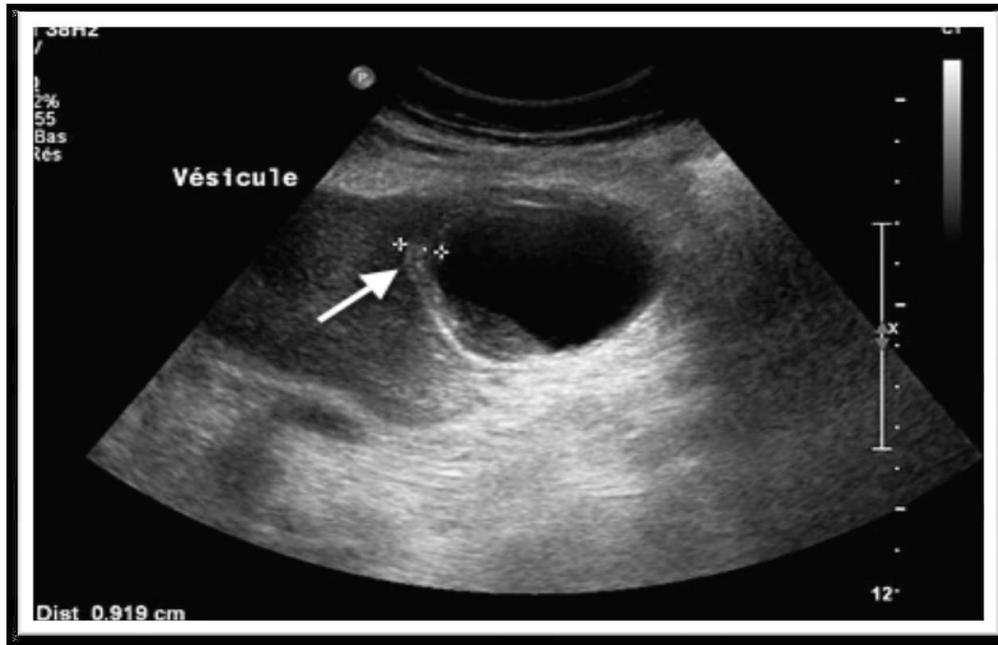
Cholécystite aiguë à l'échographie. (Flèche : paroi vésiculaire épaissie).
